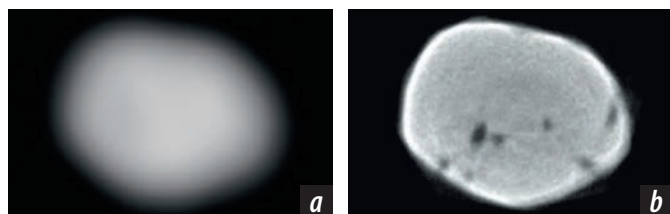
Томограммы апикальной части корня удаленного зуба в аксиальной плоскости. На КЛКТ можно различить только слабозаметные очертания одного из каналов (а). На микро-КЛКТ корневой канал разделен на несколько мелких, и каждый из них заканчивается апикальным отверстием (b)
